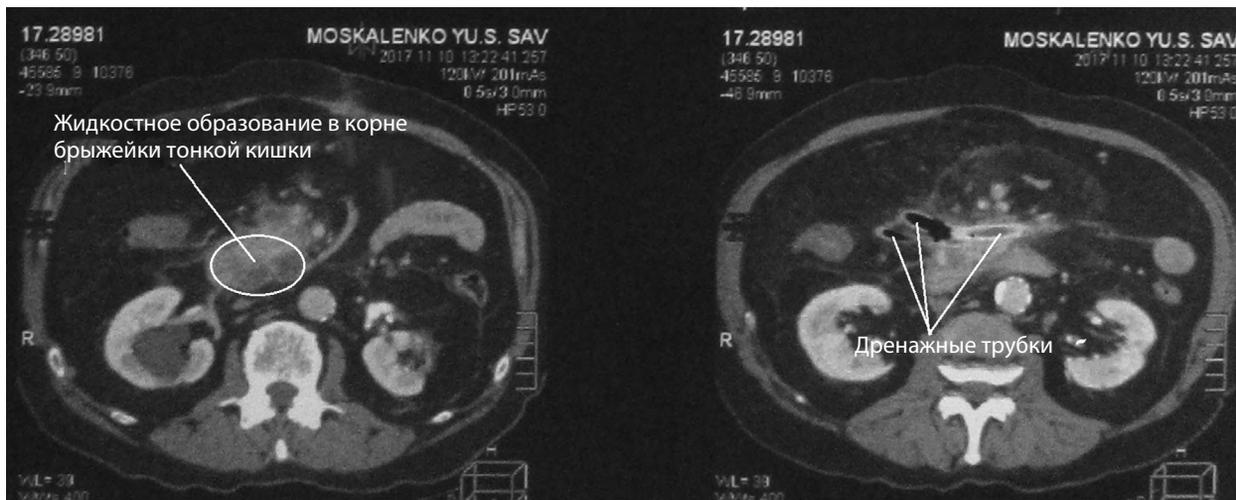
КТ брюшной полости больного М. от 10.11.2017 г. (51-е сут болезни)
